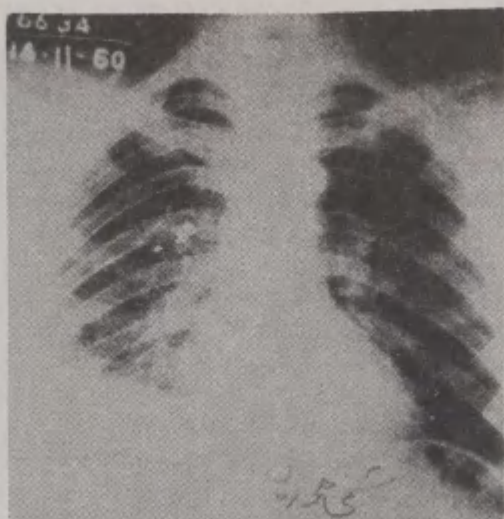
Рентгенограмма того же раненого при выписке из академии.
